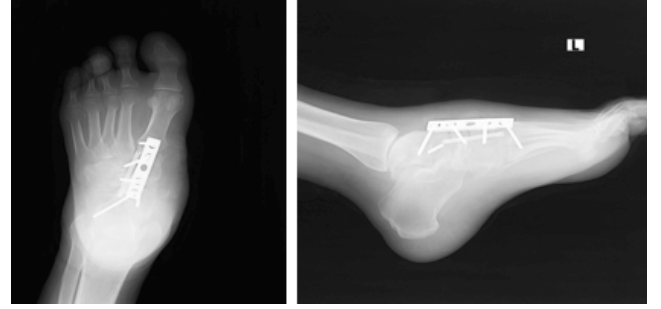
Primer ameliyat sonrası radyografisi.
